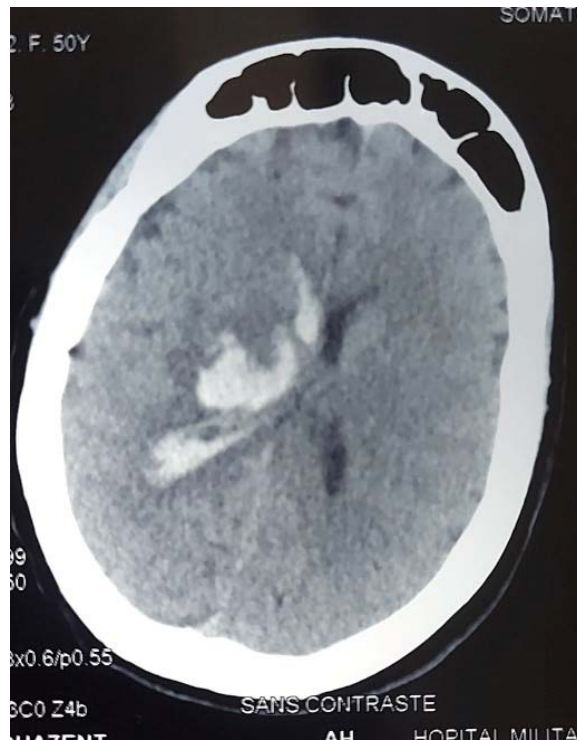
TDM cérébral objectivant un hématorne thalamique droit avec œdème péri lésionnel et inondation ventriculaire homolatérale
